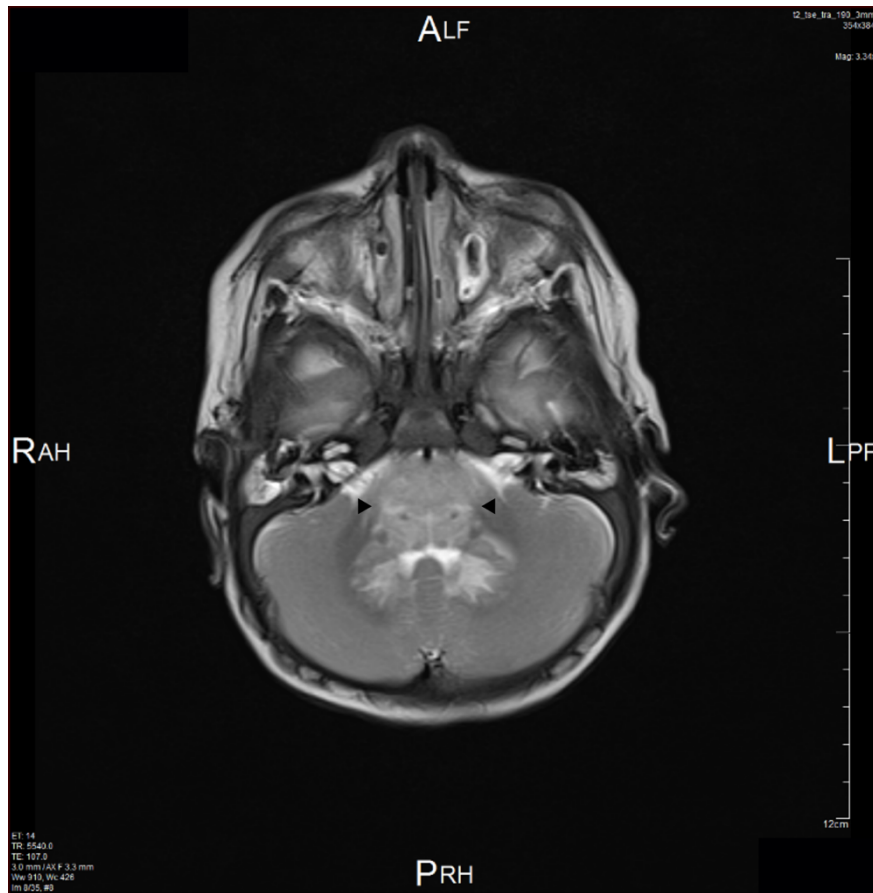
Exemplarisches MRT im Axialschnitt (T2-gewichtet) von MS002 auf Höhe der Pons/Abgang VIII. Hirnnerv
